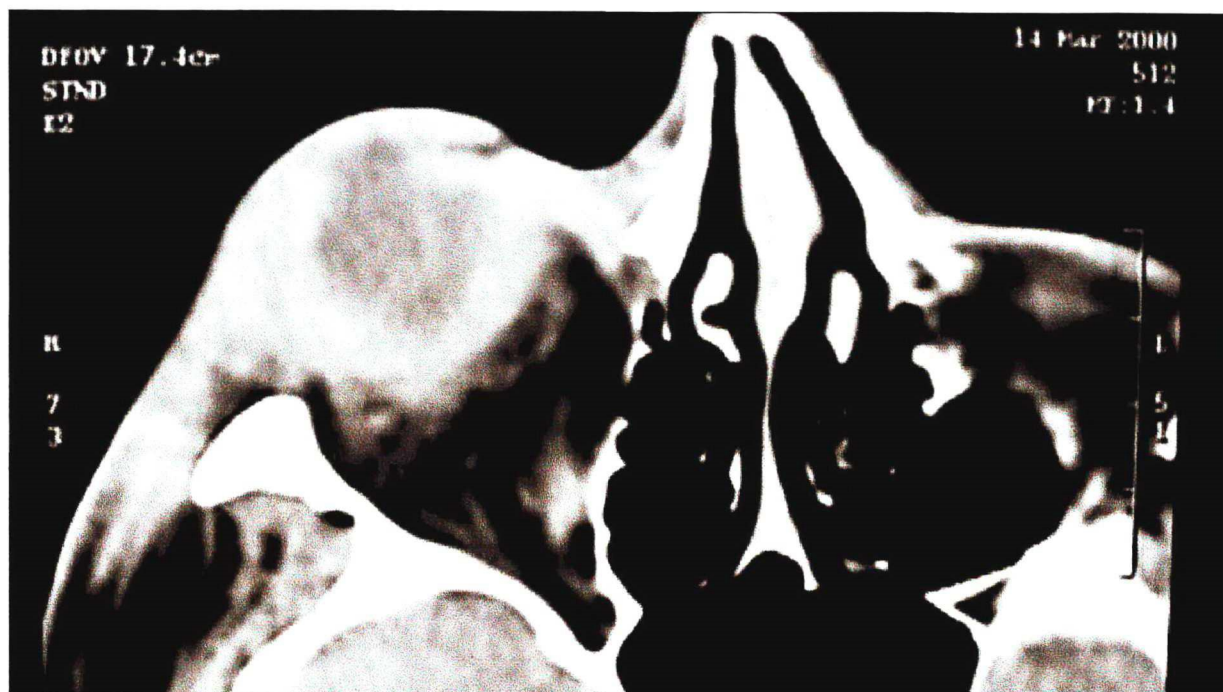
TC de órbita indicando celulite orbitária e endoftalmite do olho direito.
